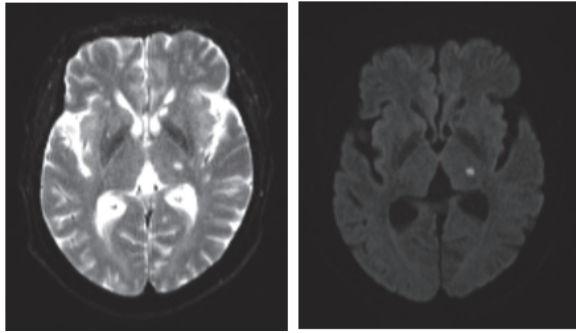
T2 weighted and diffusion image in brain MRI
